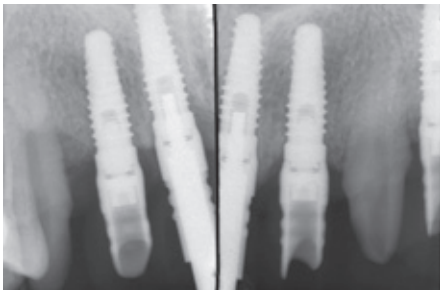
Die Röntgenkontrolle der Passung des Provisoriums.
